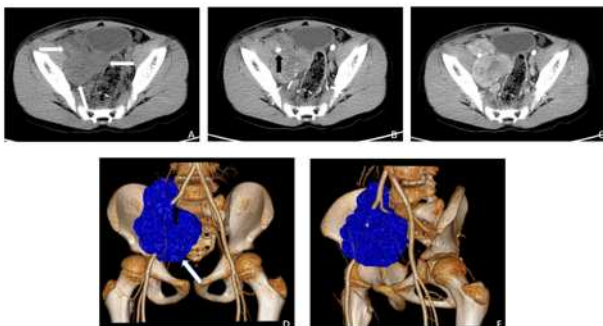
10 岁男性盆腔横纹肌肉瘤患儿影像。(A) 平扫 CT：盆腔内见多发大小不等结节（白箭）部分结节融合，部分结节呈密度不均表现，未见出血及钙化 (B) 增强 CT（动脉期）病灶包绕血管（黑箭）并呈不均匀强化 (C) 增强 CT（静脉期）病灶呈渐进性向心性不均匀强化 (D-E)(VR) 病灶（白箭）包绕血管（黑箭）。
